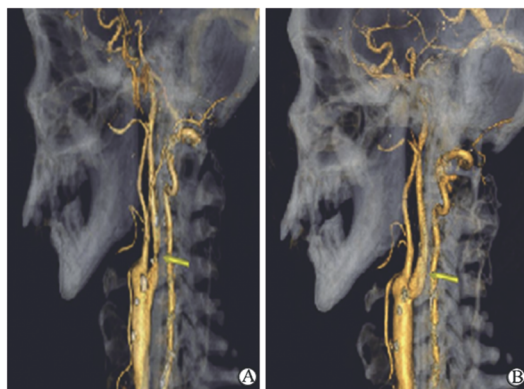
左颈内动脉起始硬化并重度狭窄手术前后 CTA 影像
